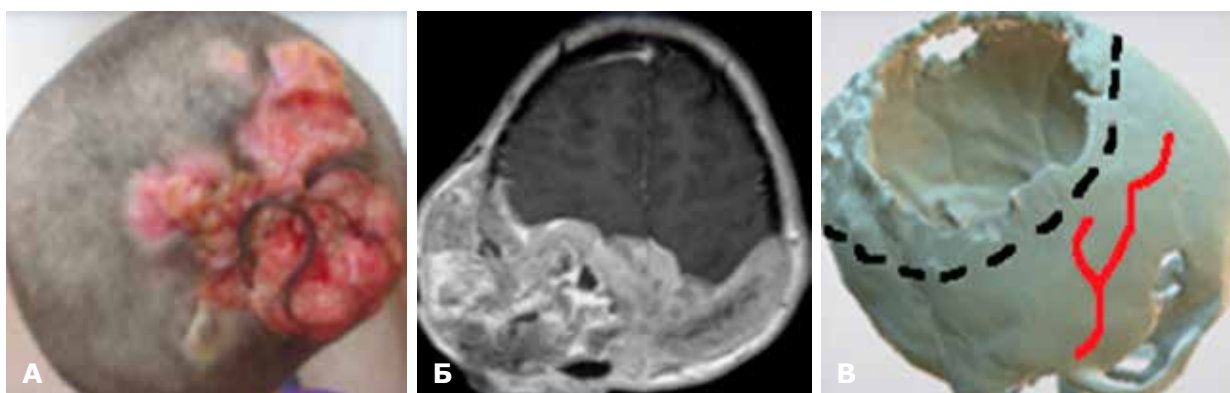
Пацієнтка М.: А – зовнішній вигляд хворої до операції; Б – дані КТ до операції; В – дані 3D-моделювання та КМ до операції. Гігантський дефект ТМО, кісток черепа і шкіри
